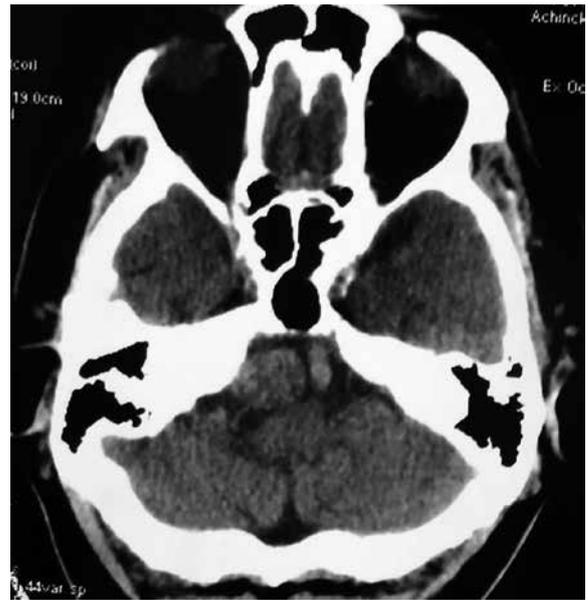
МСКТ головного мозга пациента С. до операции, без контрастного усиления, в аксиальной проекции. Опухоль неоднородно изо-гиподенсна
